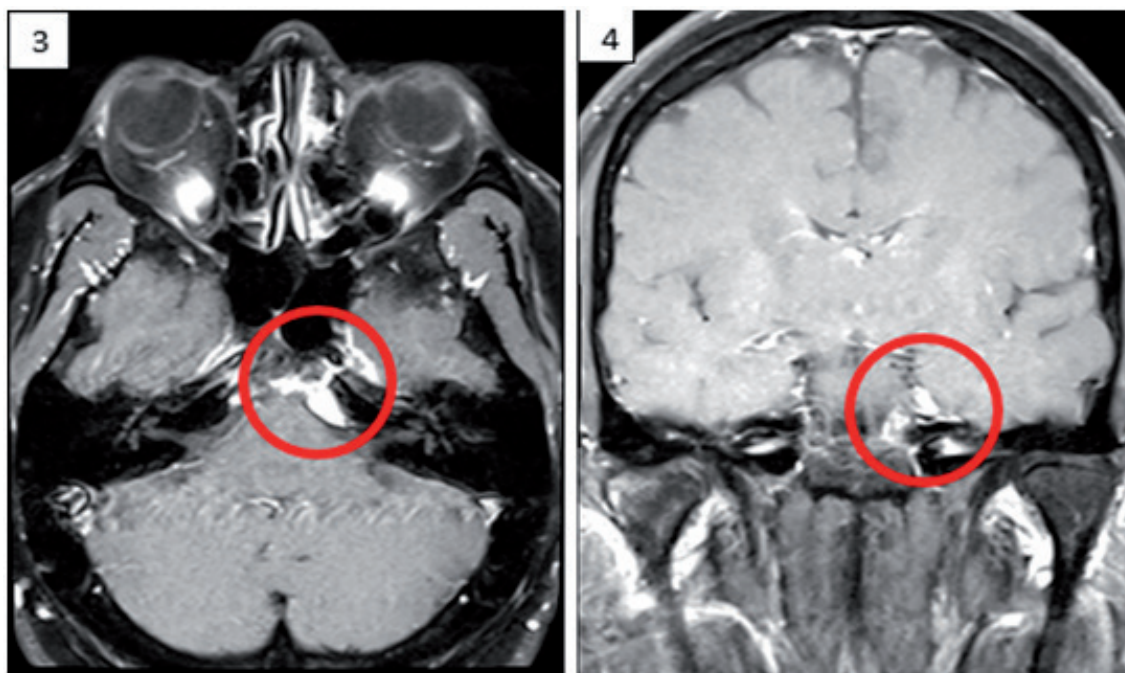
Corte axial (Figura 3) y coronal (Figura 4) de RM con contraste cerebral, en T1 de paciente de 50 años de edad con diplopía. Se observa lesión extraxial que realza tras la administración de contraste contacto con el borde posterior del clivus y que compromete el VI par craneal a nivel del canal de Dorello del lado izquierdo.
